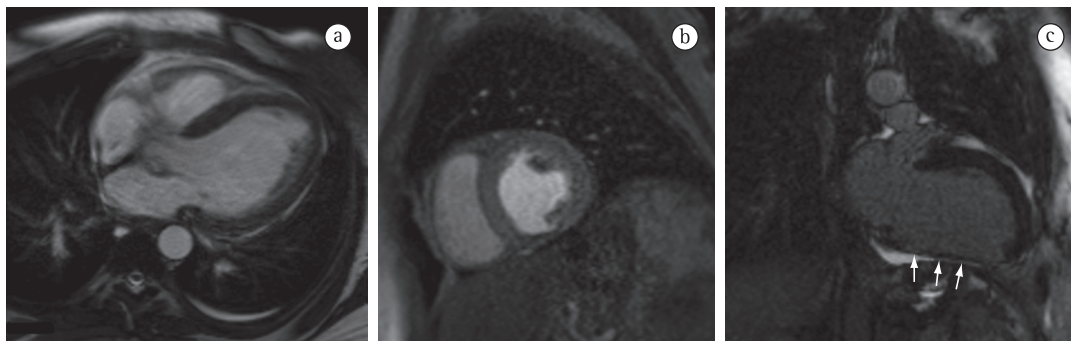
Imagens de ressonância magnética cardíaca, com sequência *True-FISP* (a) no plano do eixo longo do ventrículo esquerdo (VE), utilizada para a avaliação morfológica e funcional; sequência gradiente eco dinâmica pós-contraste no plano do eixo curto do VE (b), utilizada para o estudo de perfusão miocárdica; sequência com supressão de sinal do miocárdio no eixo longo vertical do VE (c), fase tardia pós-contraste, que permite avaliar a viabilidade miocárdica. Nas imagens de perfusão e viabilidade, podemos identificar um infarto antigo da parede inferior do VE, com afilamento e realce pós-contraste devido à fibrose (setas em c).
